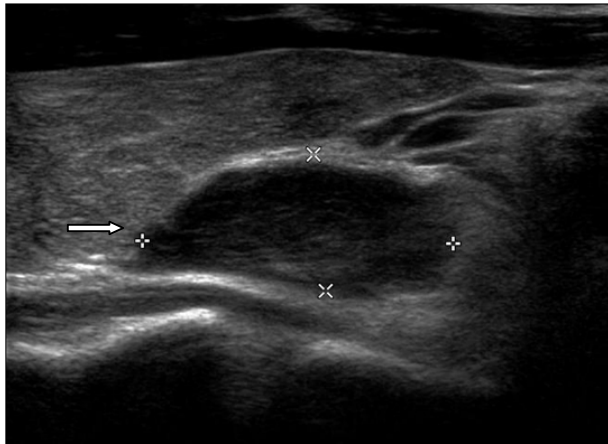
Ultrasonographic examination shows a 1.9×0.9cm sized inhomogenous solid mass (arrow) at posterior aspect of the right thyroid gland.
